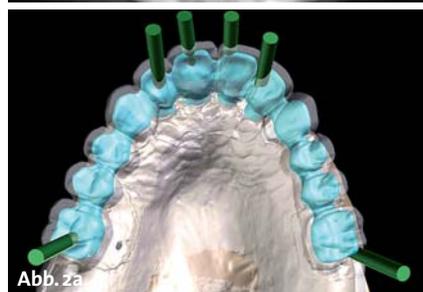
Röntgenologische und klinische Darstellung der präoperativen Situation. – Abb. 2a: Okklusale Planungsansicht mit geraden Abutments. – Abb. 2b: Okklusale Planungsansicht mit angulierten Abutments.
